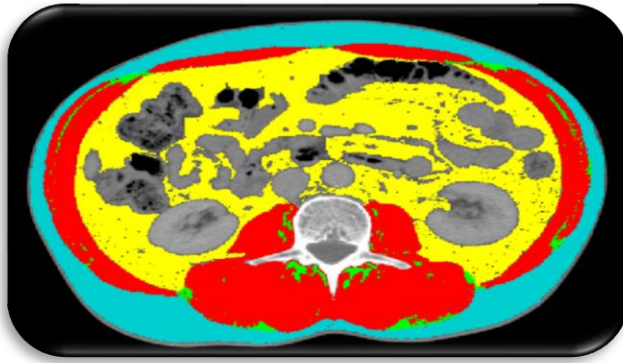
Imagem simbólica que ilustra a análise de composição corporal a partir da tomografia computadorizada. Área de tecido adiposo subcutâneo (azul), intramuscular (verde) e visceral (amarelo), e área muscular (vermelho).
